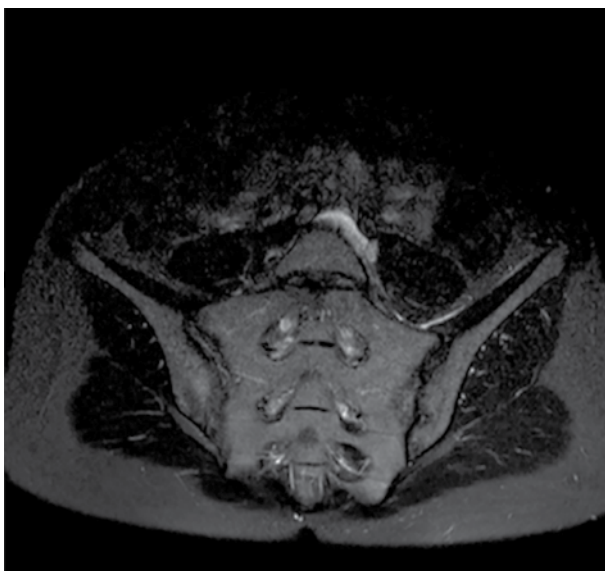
Магнитно-резонансная томограмма КПС пациентки П. в августе 2021 г. (единичный очаг остеита в области правой подвздошной кости в режиме жироподавления)
